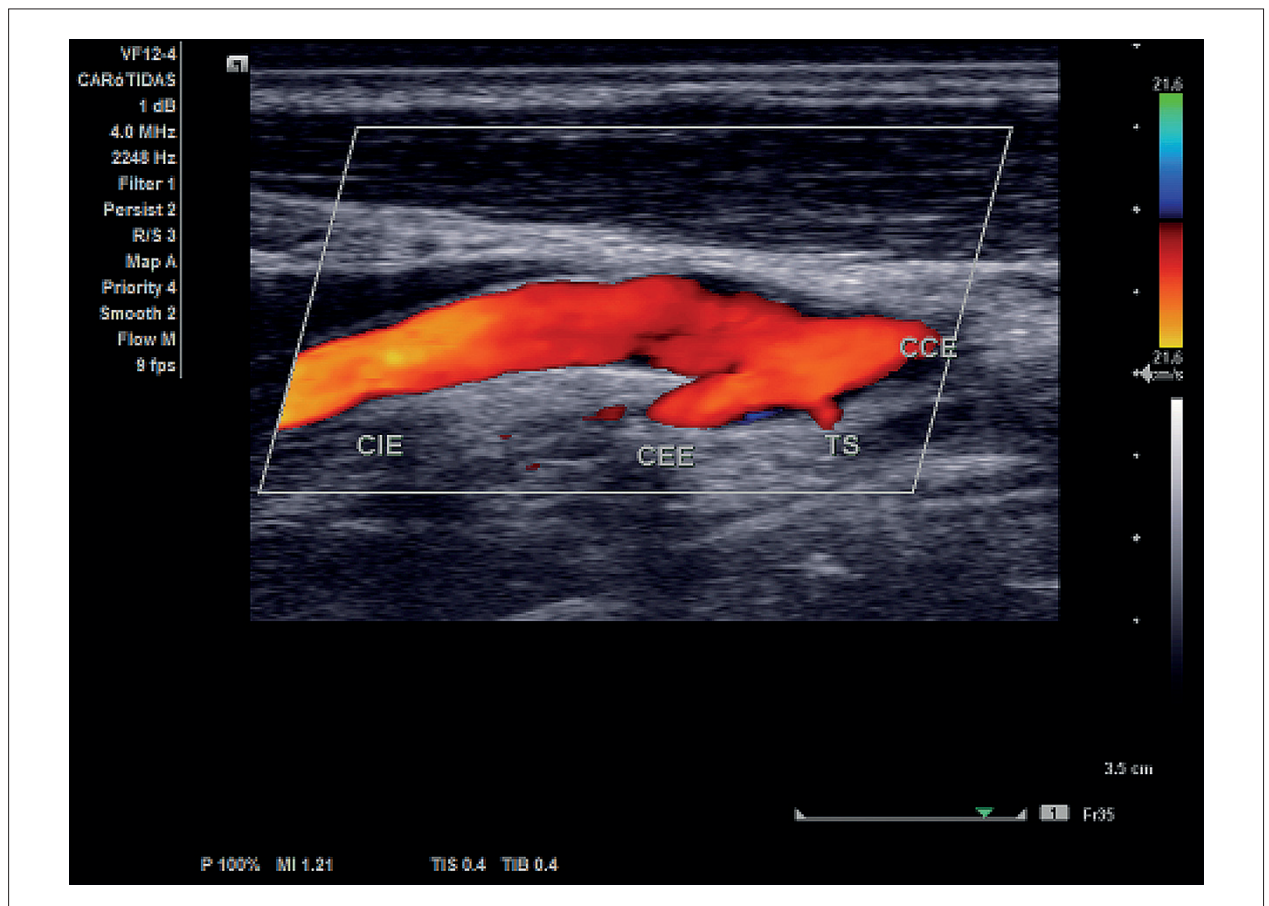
Corte longitudinal com Doppler colorido mostrando fina membrana no interior do lúmen da Carótida interna proximal esquerda. CIE: Carótida Interna Esquerda; CCE: Carótida Comum Esquerda; CEE: Carótida Externa Esquerda; TS: Tireoideia Superior
